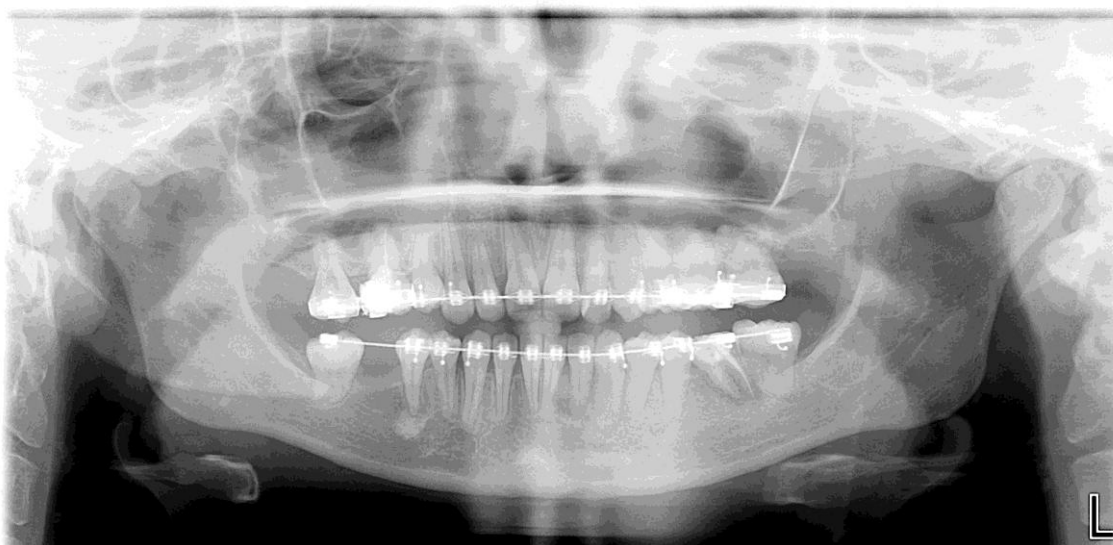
Figura n.º 37: Ortopantomografia da paciente.
